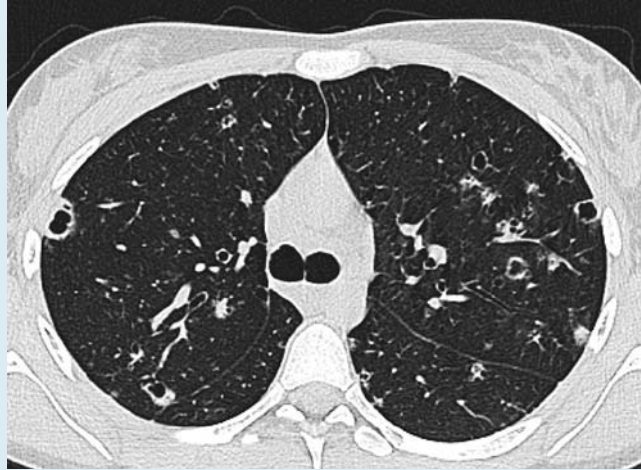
Das typische HRCT-Muster der LCH hängt vom Stadium der Erkrankung zum Zeitpunkt der Diagnose ab. (Bild zur Verfügung gestellt vom Institut für Röntgendiagnostik des Otto-Wagner-Spitals, Wien.)
